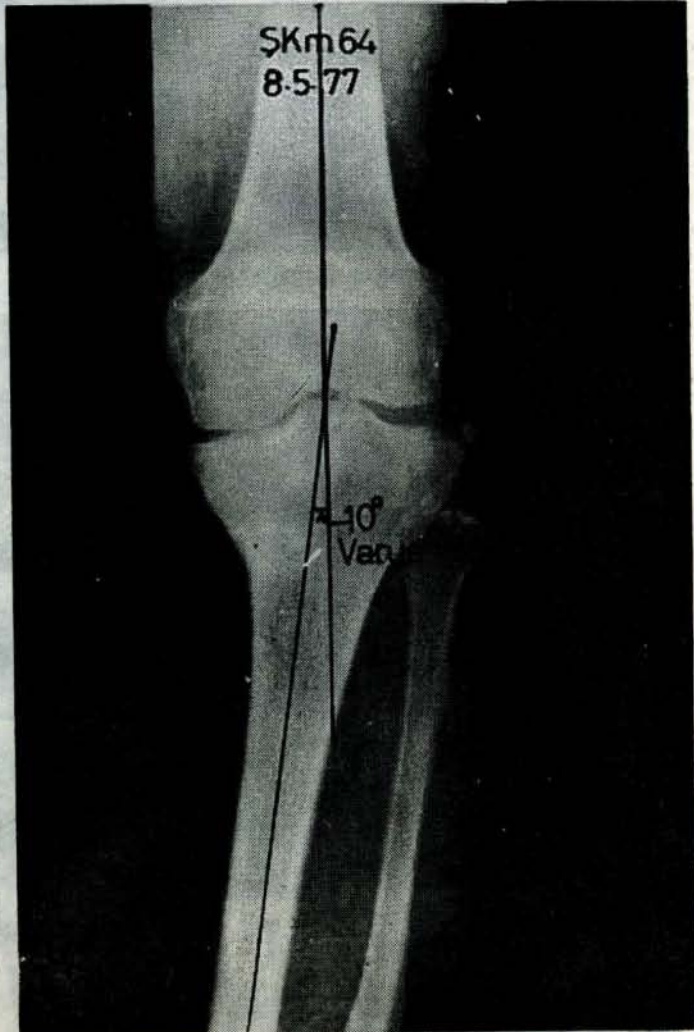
3 — Olgu - 1, ameliyat sonrası radyografisi
